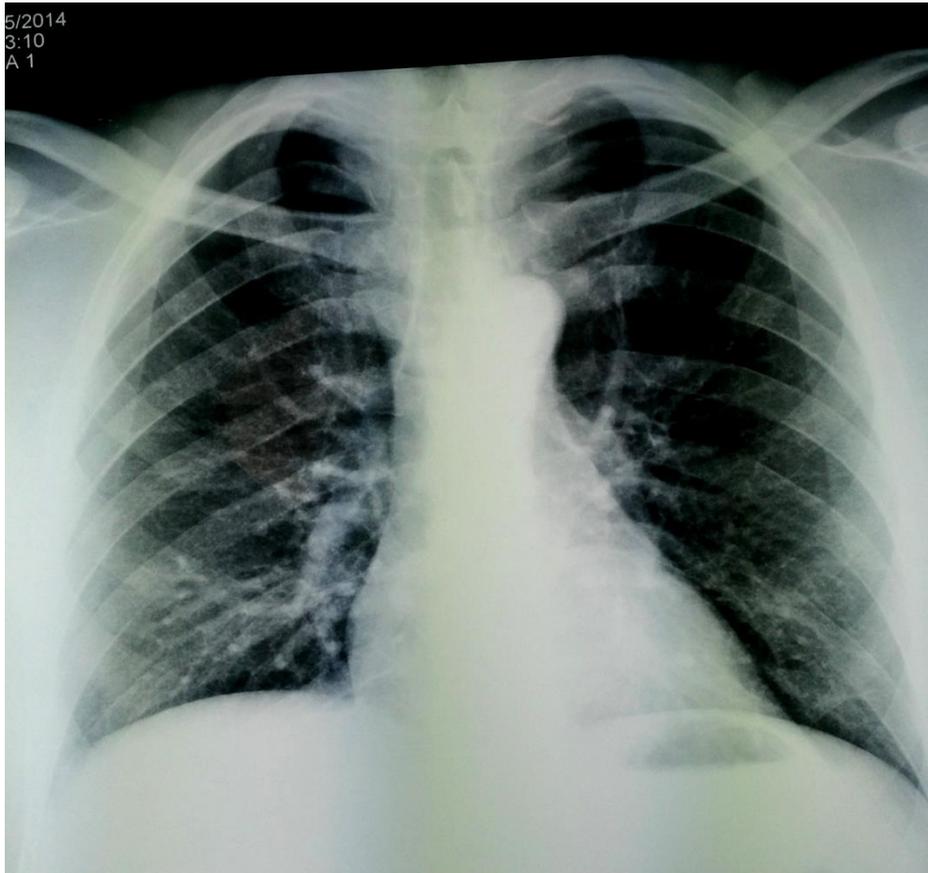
Radiographie thoracique de face qui montre une réduction presque complète la lumière trachéale cervicale au cours d'une SPIT
